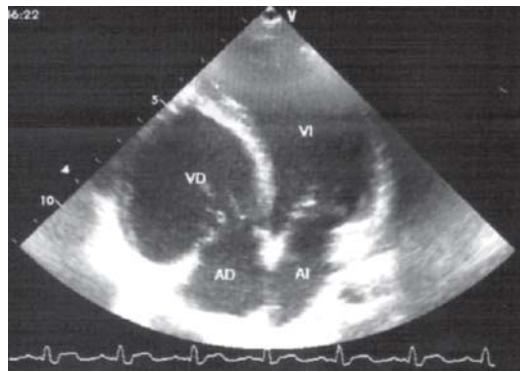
Ecocardiografía. Eje apical de 4 cámaras. Desviación del septum interventricular hipertrófico hacia la izquierda alterando la morfología del ventrículo izquierdo.
